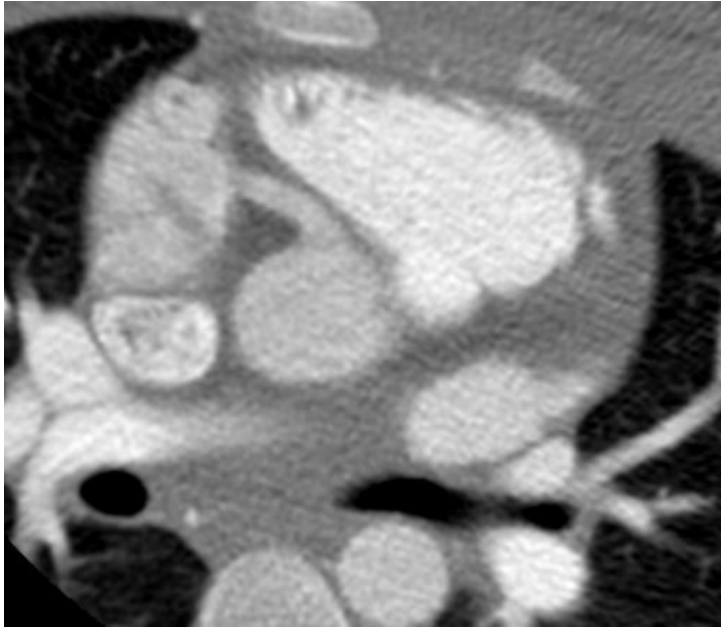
Paciente de 12 años con dolor torácico autolimitado durante el ejercicio y elevación de troponinas. Se observa arteria coronaria única derecha que irriga todo el corazón. La arteria coronaria izquierda es una prolongación de la arteria descendente posterior. La RM cardíaca no mostraba signos de isquemia miocárdica.
